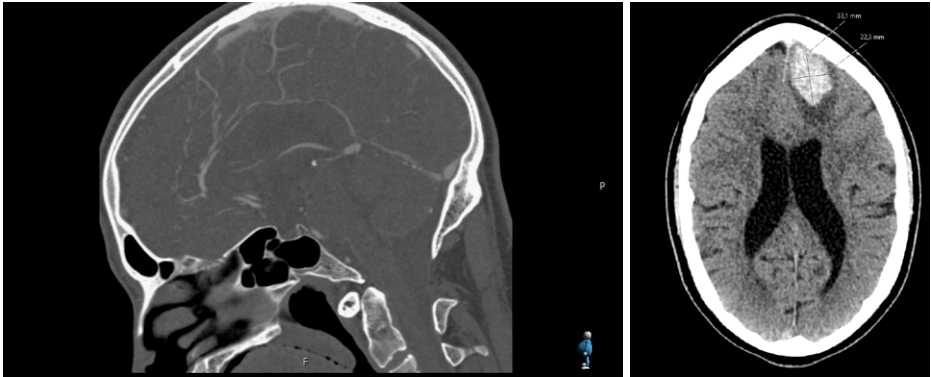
Links: Tag 1: In der cerebralen Venographie Kontrastmittel-Aussparung (Pfeil) im frontalen Abschnitt des Sinus sagittalis superior, im Sinne einer Sinusthrombose. Rechts: Tag 4: Intraparenchymale Blutung in der Computertomographie dargestellt.
